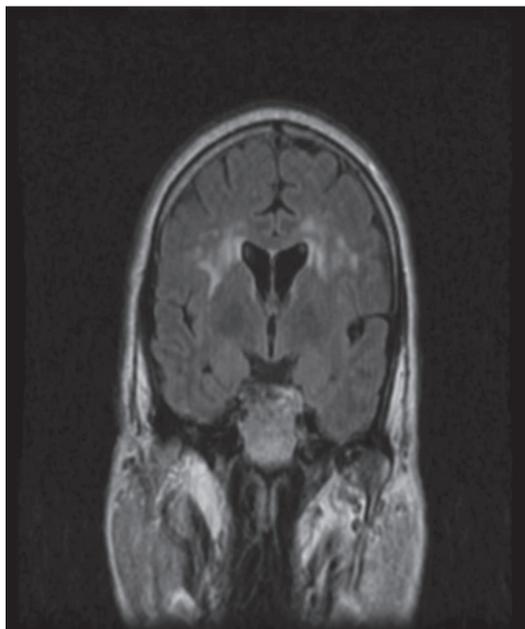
Hiperintensidades en sustancia blanca. Fazekas 2 en corte coronal de RM en T2 Flair FSE.
